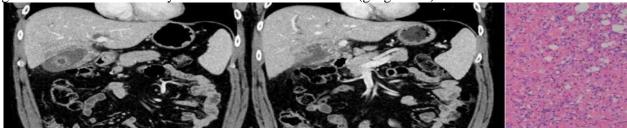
Acute calculous cholecystitis with empyema on CT similar to a malignant tumor.
